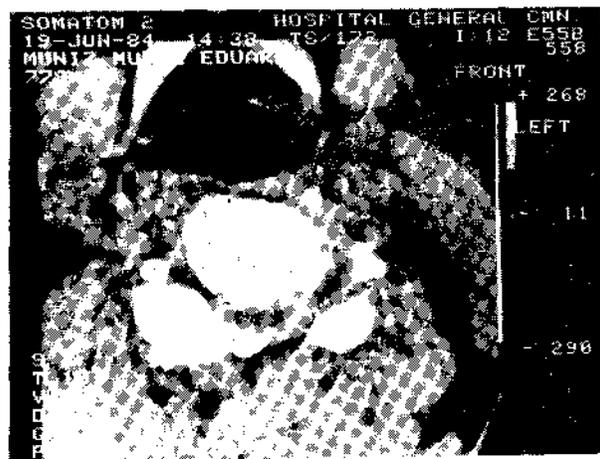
Tomografía computada en la que se observa la compresión medular
